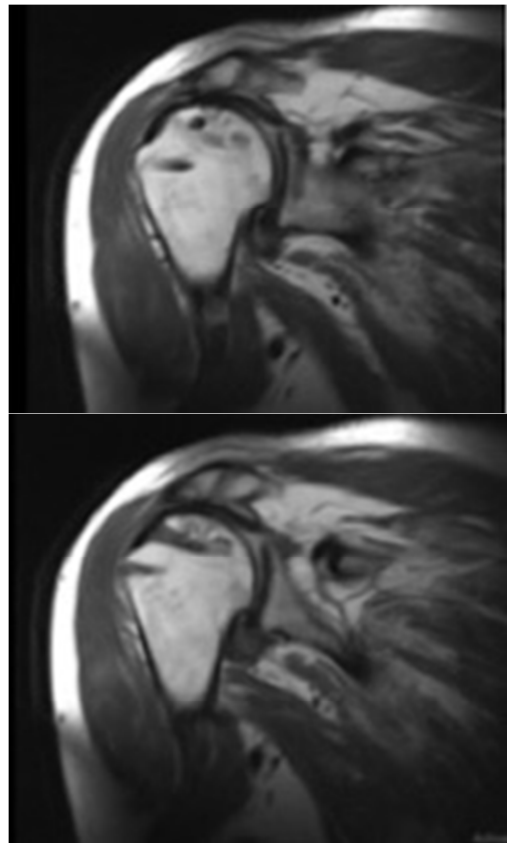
Resonancia magnética a los 12 meses de la cirugía en la que se observa integración del injerto.
